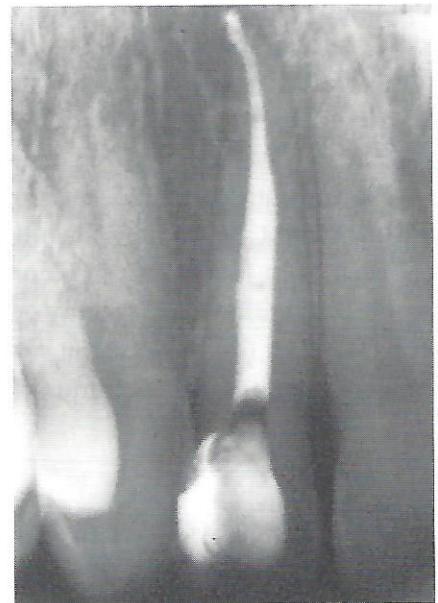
Radiografia final, após a remoção da segunda lima e obturação do canal.
